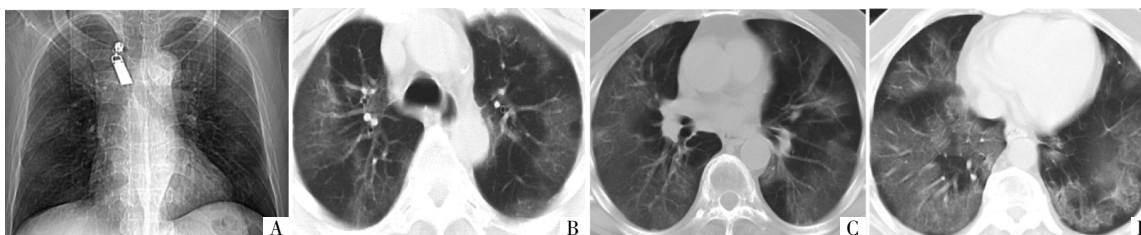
病人男,55岁。无疫区接触史。咳嗽、咳痰伴发热4d,入院当日进行胸部DR检查,第3天时进行HRCT检查。A图为DR影像,示两肺弥漫性密度增高;B-D图为CT平扫肺窗横断面影像,示两肺弥漫性大片状GGO影,支气管血管束增粗,小叶间隔增宽,网格样改变,典型“白肺”影像。
